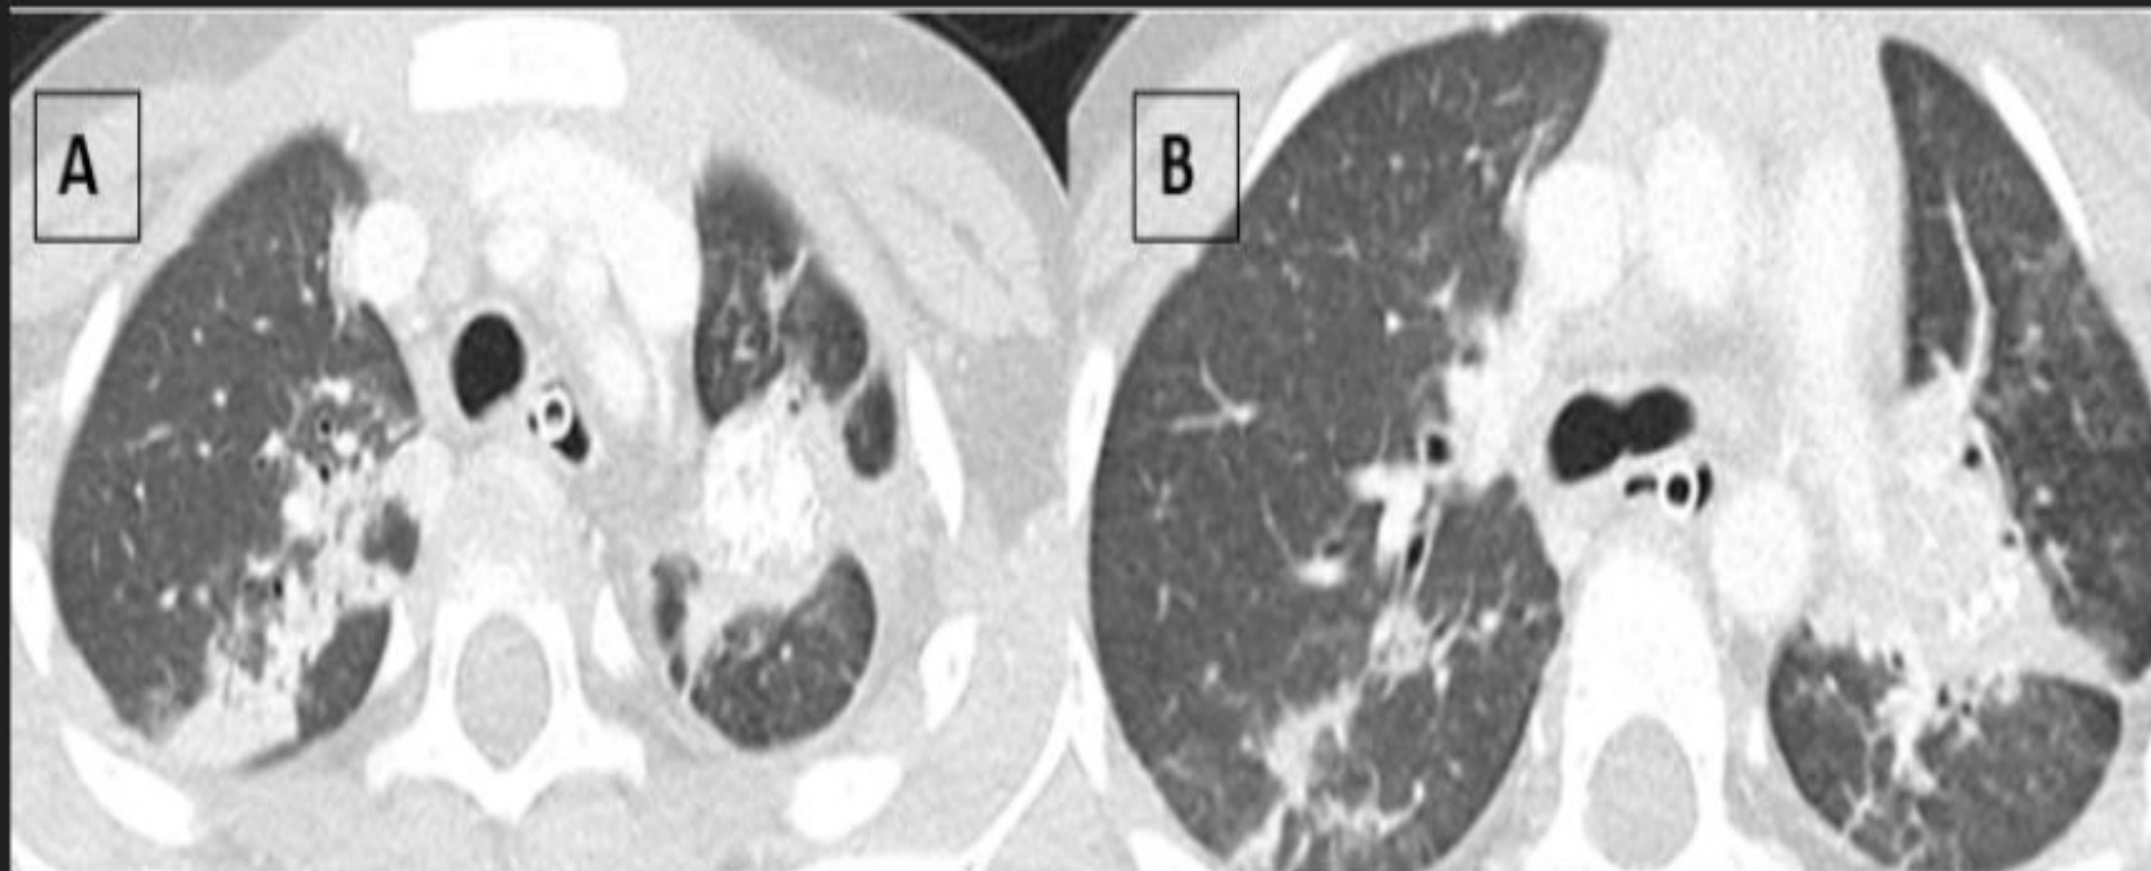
TC de tórax, (A-B) cortes axiales. Imágenes del parénquima pulmonar en cortes axiales; imagen de bordes parcialmente definidos con calcificaciones en su interior y engrosamiento pleuroparenquimatoso subyacente, localizado en el LSI. Opacidades con tendencia a la consolidación en el LSD.
